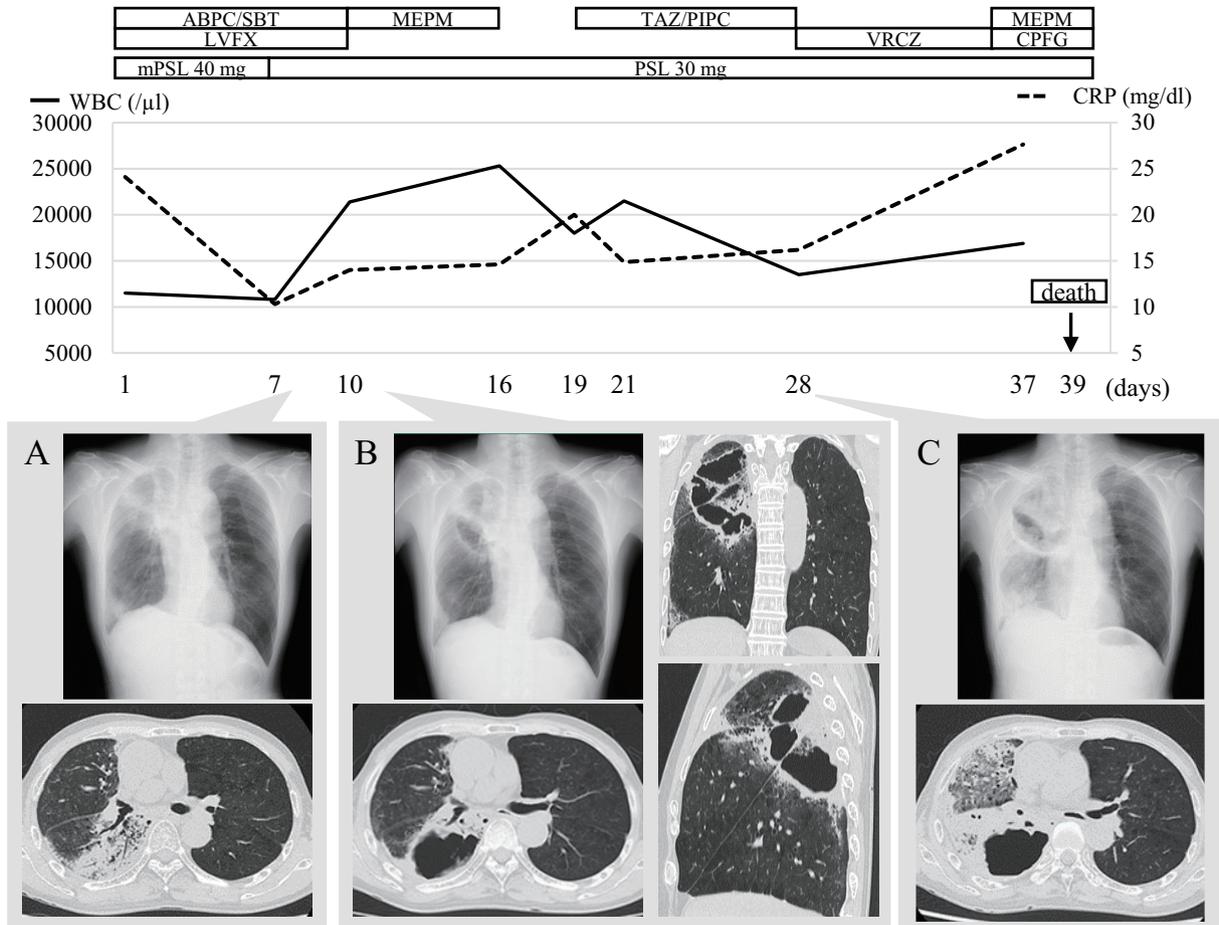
Upper half: Progress with treatment and changes in the WBC count and CRP level. Lower half: Chest X-ray and chest CT. A: On admission, an infiltration shadow was observed in the right upper lobe and the right S⁶ area. B: Eight days after admission, a cavity was observed in the right upper lobe and the right S⁶ area. C: Twenty-eight days after admission, the infiltration shadow had spread to the right middle lobe, and the cavity had enlarged. ABPC/SBT, ampicillin/sulbactam; MEPM, meropenem; LVFX, levofloxacin; TAZ/PIPC, tazobactam/piperacillin; VRCZ, voriconazole; CPFG, caspofungin; mPSL, methylprednisolone; WBC, white blood cell; CRP, C-reactive protein.
